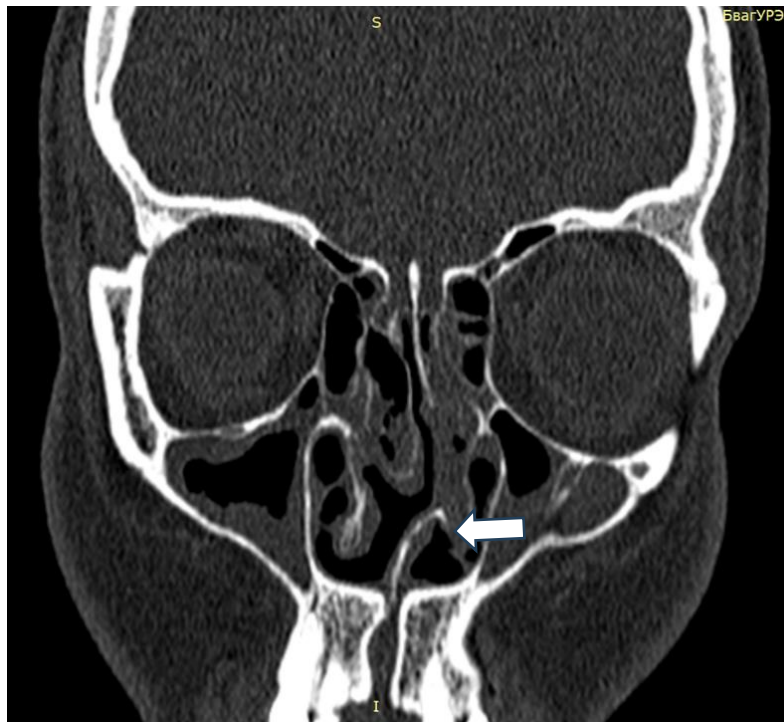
Компьютерная томограмма пациентки К., 16 лет. Стрелкой указана особенность развития носовой ости и премаксиллы
